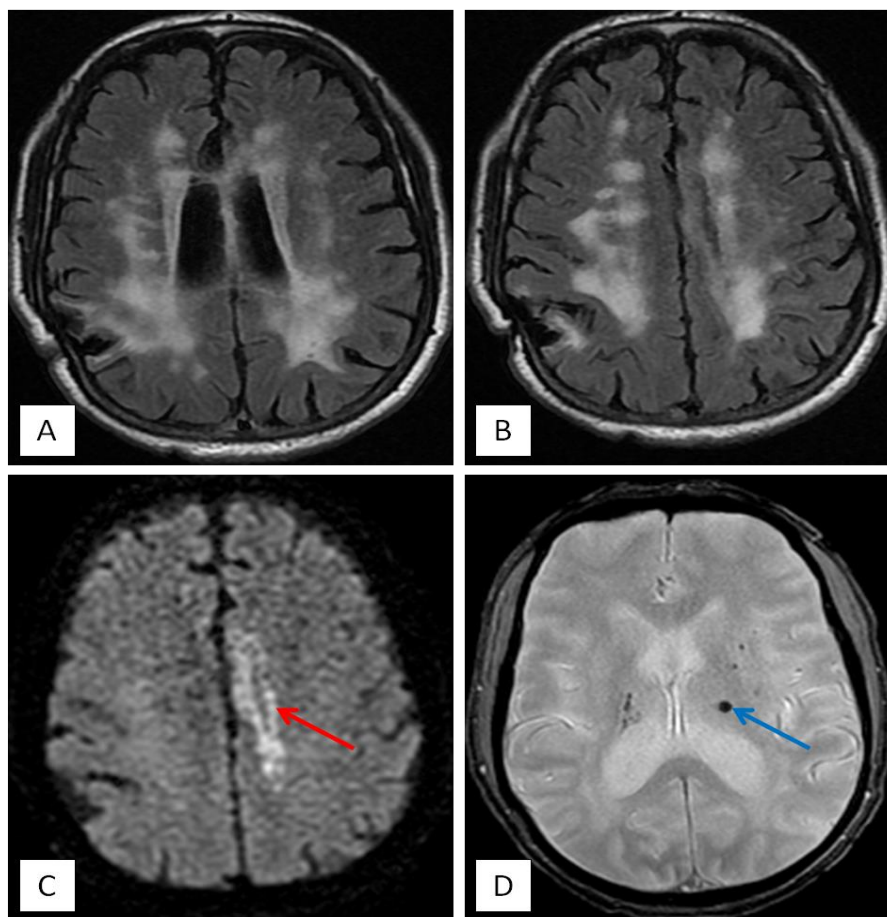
L'IRM cérébrale montre un hypersignal FLAIR (coupe axiale : A, B) de la substance blanche péri ventriculaire bilatérale compatible avec leucoaraiose. Présence de microhémorragies sous forme de lésions punctiformes infra-centimétriques hypointenses en T2* (flèche bleue : coupe axiale : D) d'origine vasculaire vu le terrain. Restriction de la diffusion au niveau fronto-pariétal interne (flèche rouge : coupe axiale : C) compatible à un AVCI cérébral antérieur gauche récent.
